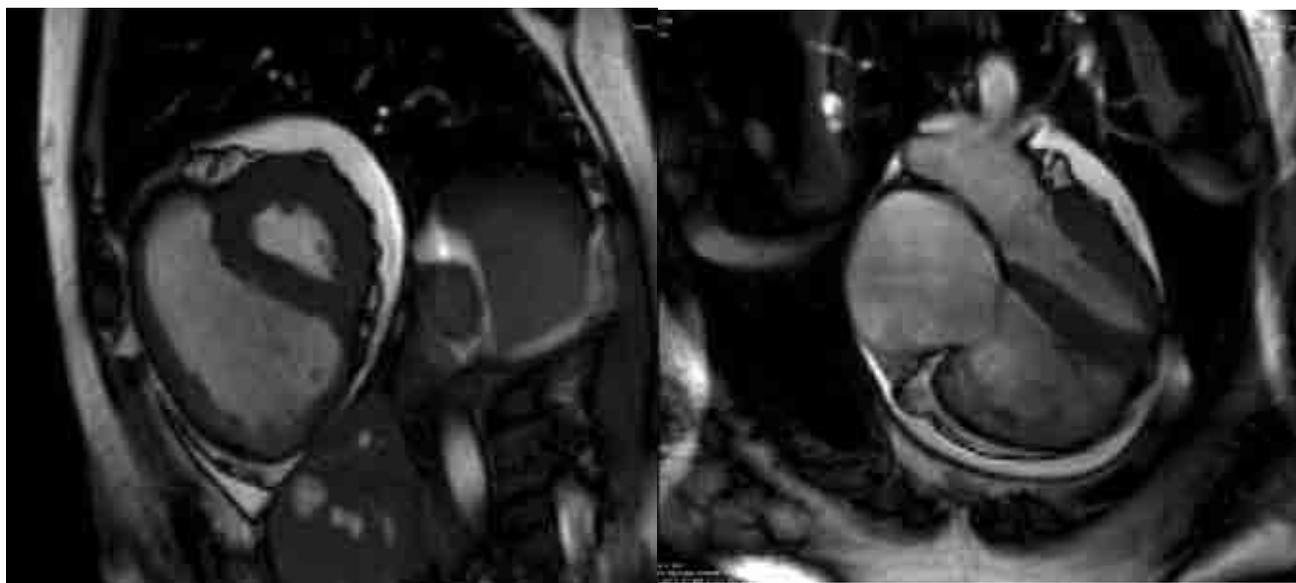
Resonancia magnética nuclear cardíaca en hipertensión arterial pulmonar: hipertrofia ventricular derecha.
